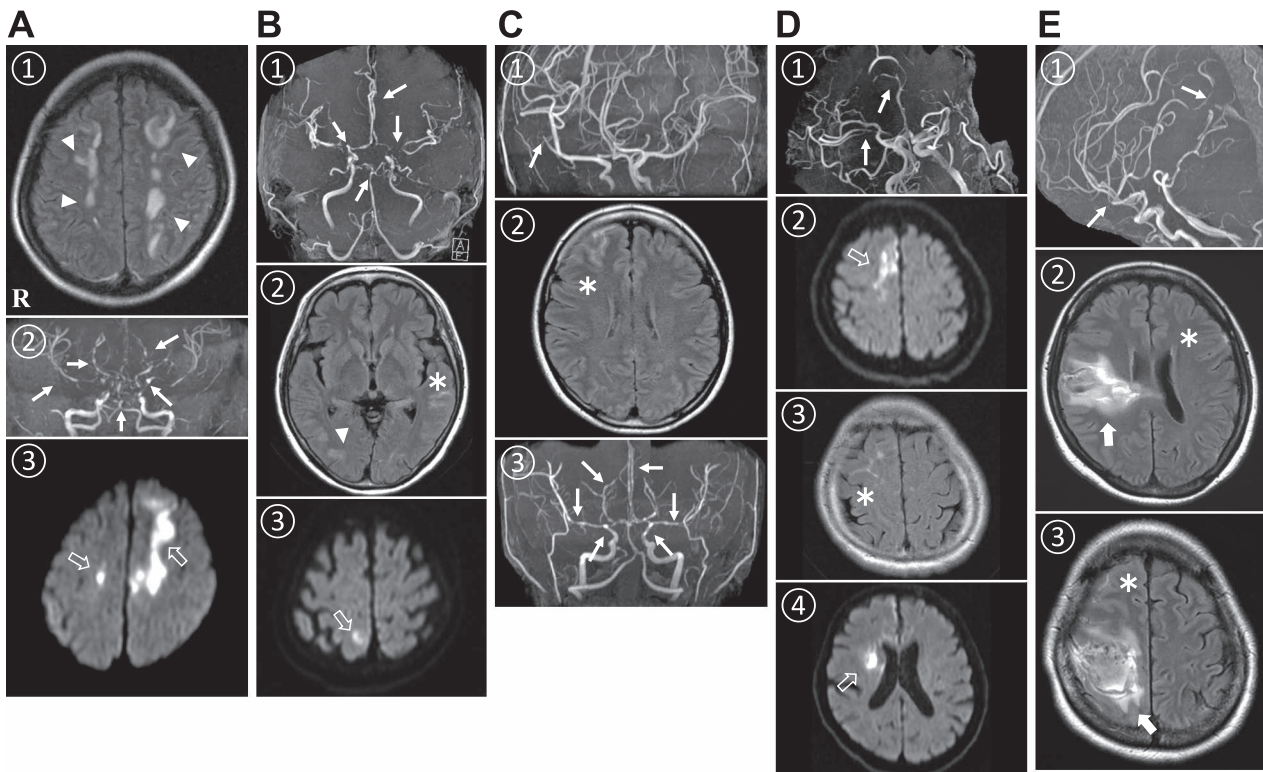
MRI and magnetic resonance angiography (MRA) in the Cases.
